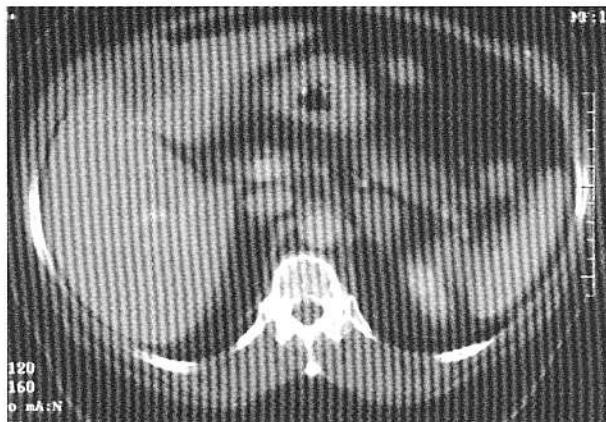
CT (faza portal-venoasă): hemangioma segment IV – omogenizare.
